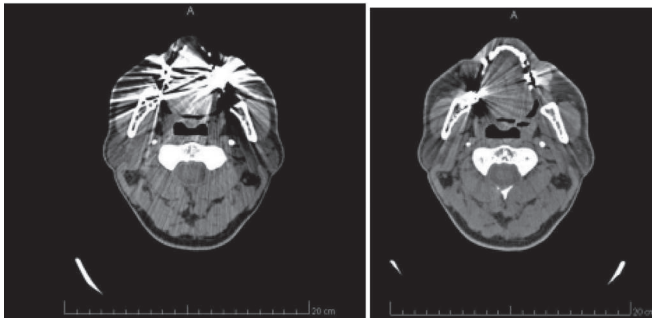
Imagens de angiotomografia de carótidas, evidenciando artéria carótida interna (ACI) direita hipoplásica, comparação com a artéria carótida interna esquerda (ACE).
